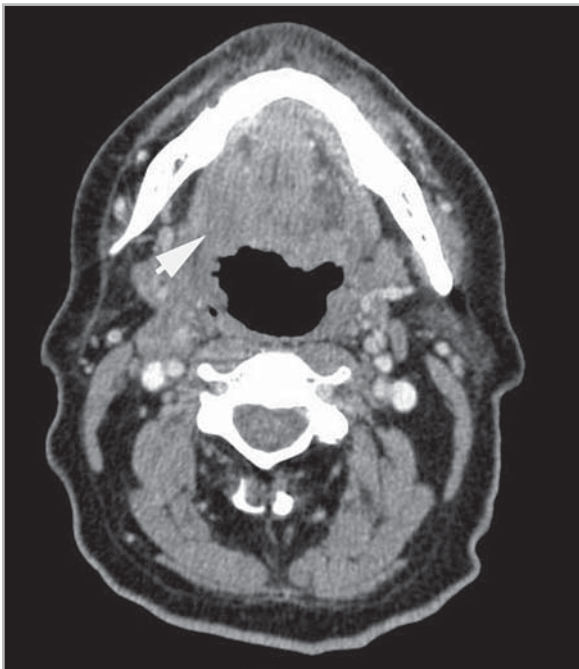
Компьютерная томограмма полости рта, ротоглотки в аксиальной проекции. Рак корня языка справа, Т3N0M0 (стрелка). Повышение плотности опухоли после болюсного контрастирования (+ 76 ед. Н)
